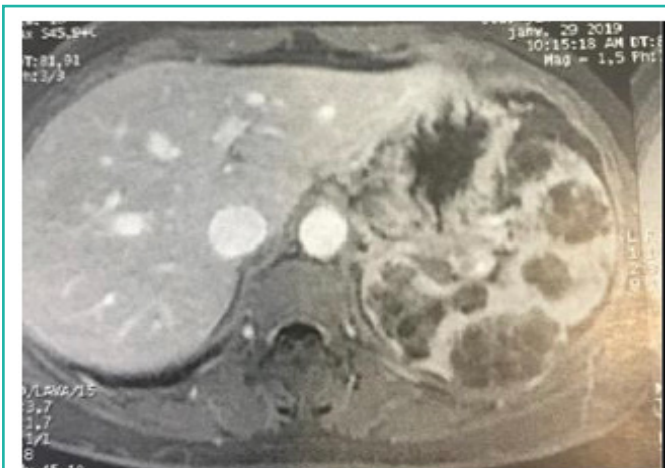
coupe TDM abdominale montrant les lésions kystiques de la rate
